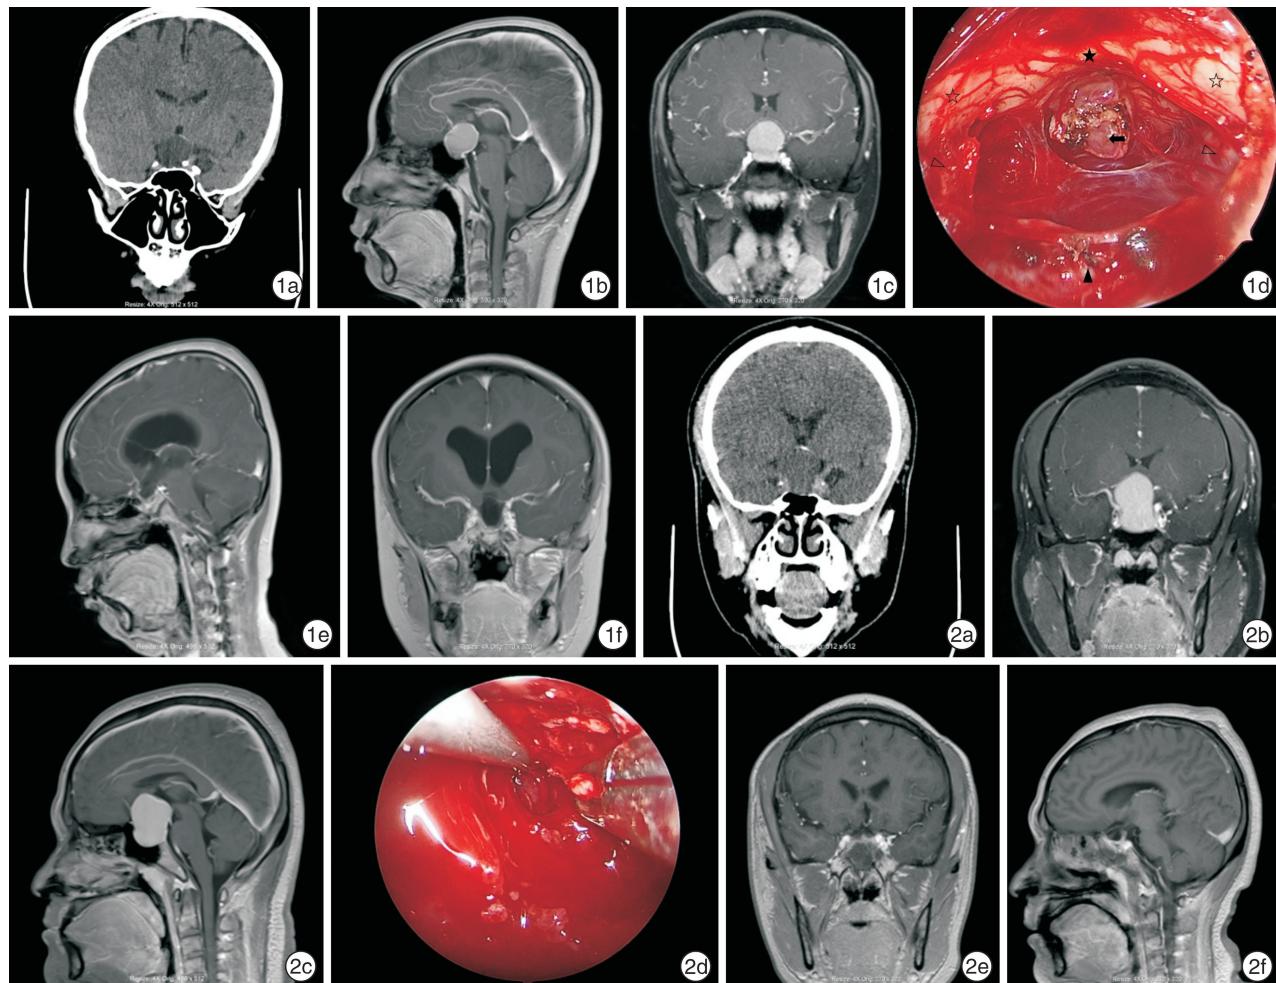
病例 8 资料 1a:术前头部 CT;1b、1c:术前头部 MRI 增强;1d:术中所见肿物,☆示视神经,★示视交叉,△示颈内动脉,▲示垂体窝,↑示垂体柄残端病变起源处;1e,1f:术后半年复查头部 MRI 增强; 图 2 病例 15 资料 2a:术前头部 CT;2b,2c:术前头部 MRI 增强;2d:术中所见肿物;2e,2f:术后 7 d 头部 MRI 增强。
